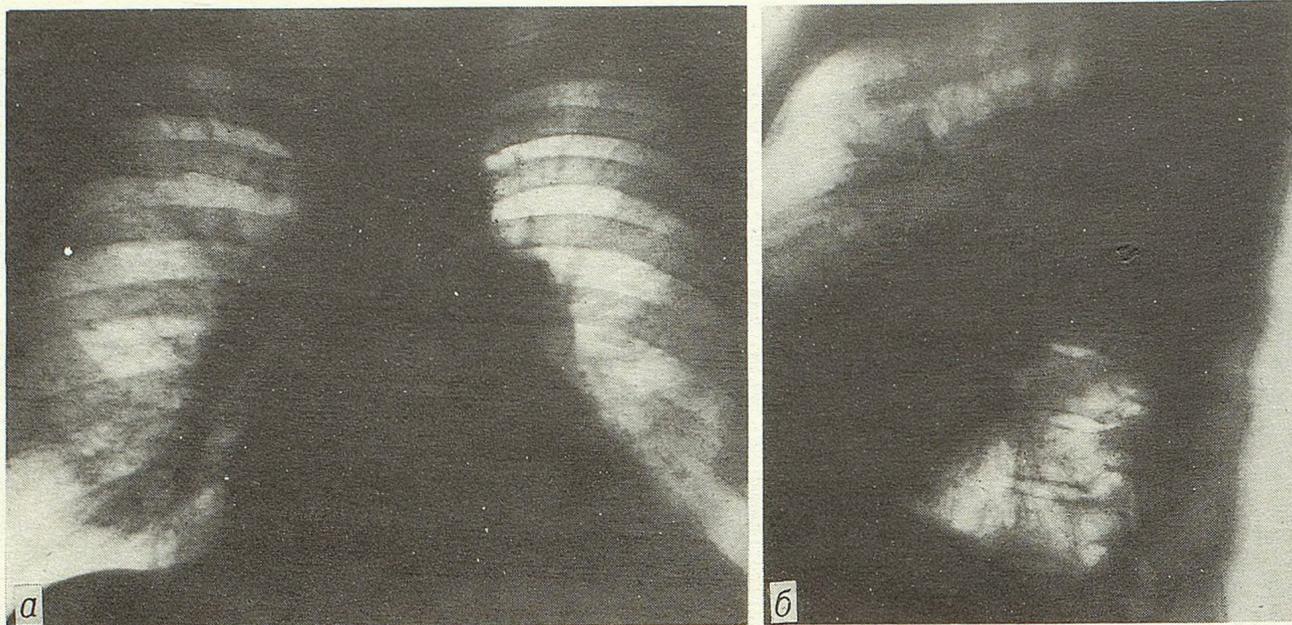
Рентгенограмма больного Б. в прямой (а) и боковой (б) проекциях.
